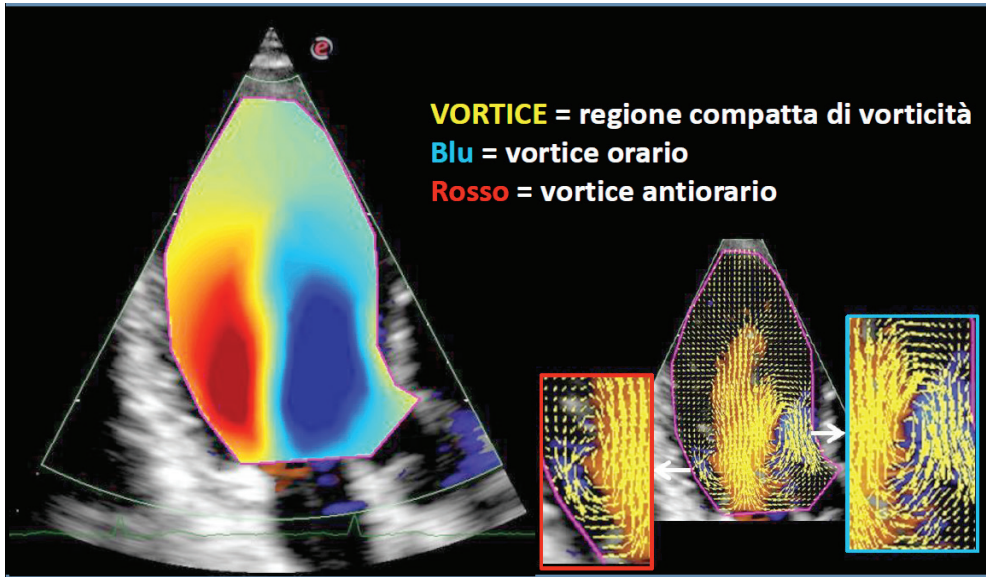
L'immagine a colori a sinistra è una rappresentazione dei vortici che si sviluppano all'interno del ventricolo sinistro in un soggetto normale. Il vortice è rappresentato dalla regione compatta di vorticità del sangue che può avere rotazione oraria (in blu) o antioraria (in rosso). L'immagine a destra mostra i vettori di velocità del flusso ematico. Sono ingrandite le due zone vorticoso distali ai lembi mitralici, quella anteriore con rotazione oraria e quella posteriore con rotazione antioraria. In tutte e due le immagini (ottenute mediante software HyperFlow adattato al color Doppler senza mezzo di contrasto) il taglio ecocardiografico è una sezione apicale asse-lungo.
